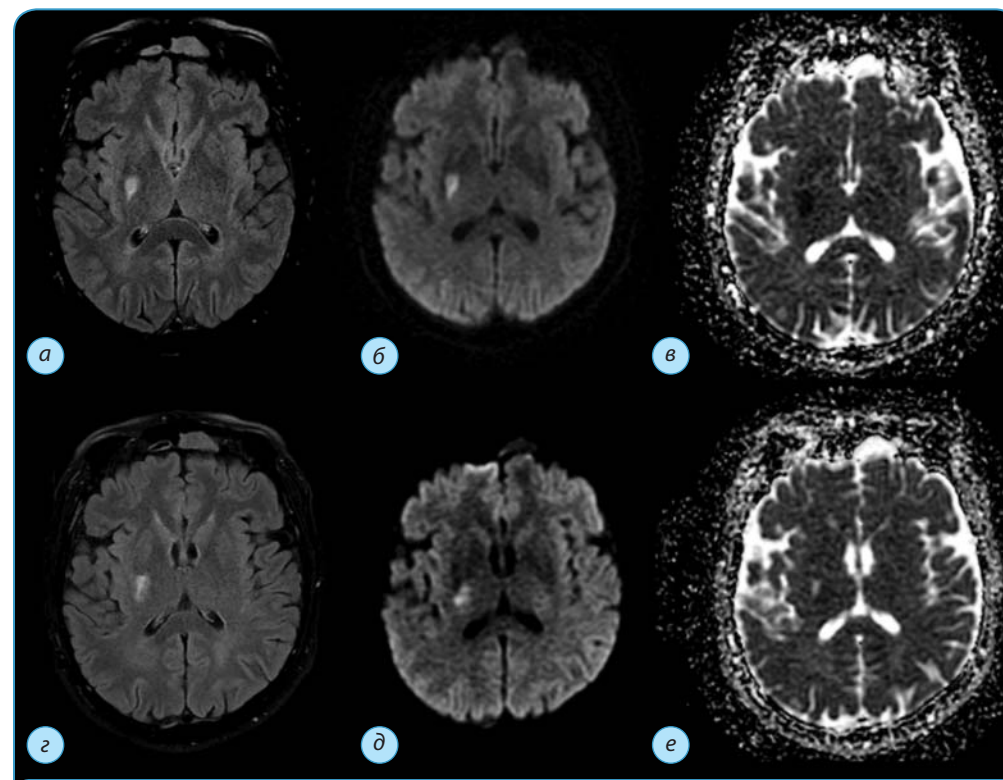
МРТ головного мозга. Инфаркт мозга у пациента с клиникой ТИА: а–в — исследование через 40 мин после появления симптомов; г–е — спустя 2 нед.; а–г — FLAIR, б–д — ДВИ, в–е — карта ИКД
